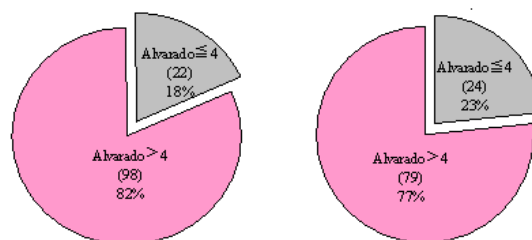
資料集 A、B 的 CT 案例在 Alvarado 門檻的分佈差異比較
